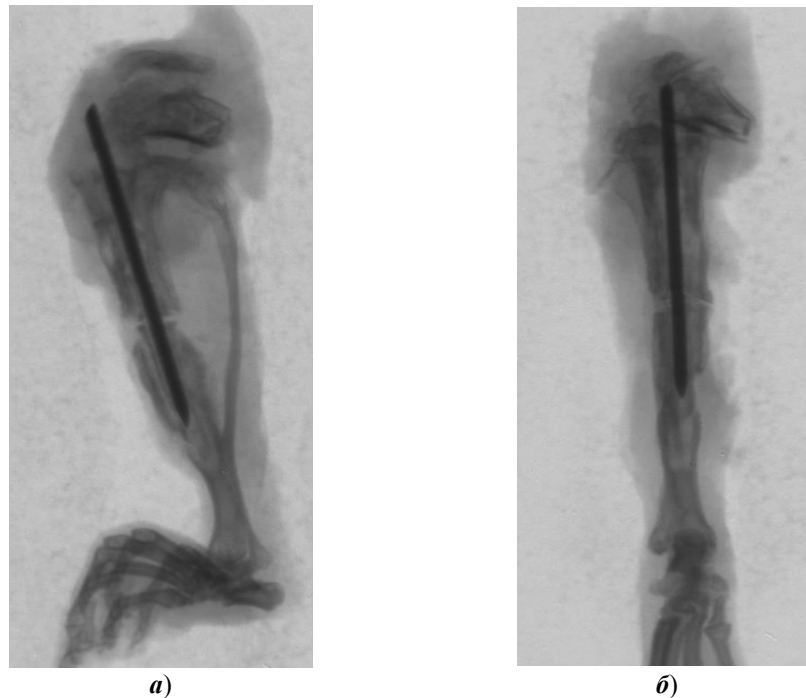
Рентгенограммы перелома на 30-е сут имплантата с лазерной обработкой (а), в сочетании с ЛЦУ (б)
